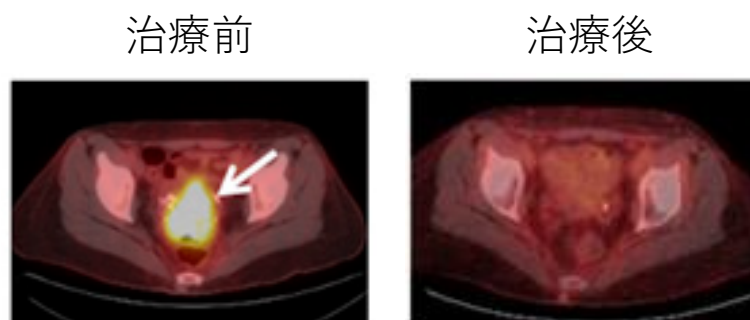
子宮頸がん治療前後の [^{18}F]FDG-PET/CT 画像
